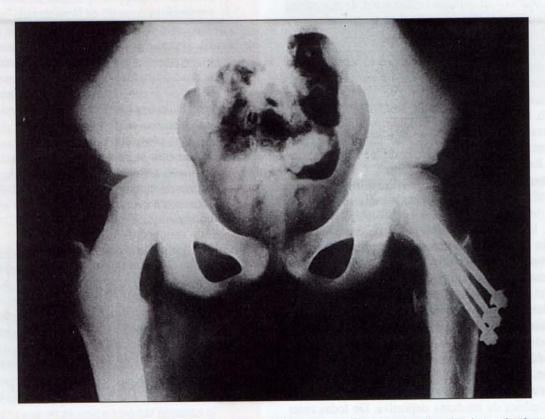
Radiografía de una epífisis desplazada en la cabeza del fémur en una niña de 8 años lesionada mientras jugaba a fútbol de competición, mostrando los tres clavos que se le pusieron en la cabeza del fémur para asegurar la epífisis contra la diáfisis.
